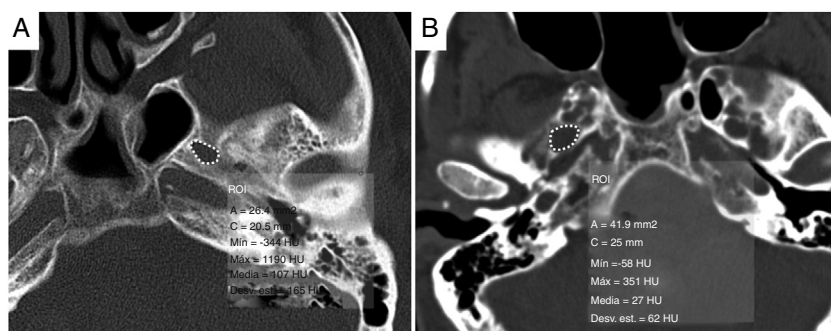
Aumento del área del foramen oval. A) Área del foramen oval en tomografía computarizada de cabeza sin contraste en paciente sano, con valor de 26,4 mm². Compárese con un paciente con hipertensión intracraneal idiopática (B) en el que el área media del foramen oval es de 41,9 mm², mayor de 40 mm².
